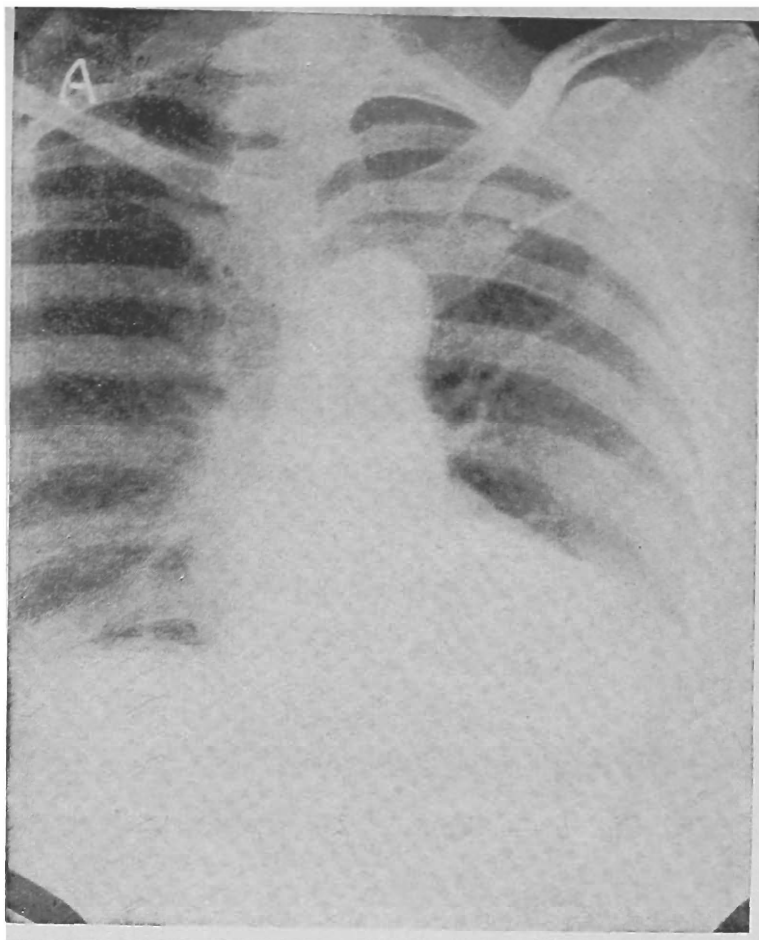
Caso n.º 3 — Radiografia do coração em O. A. D.
